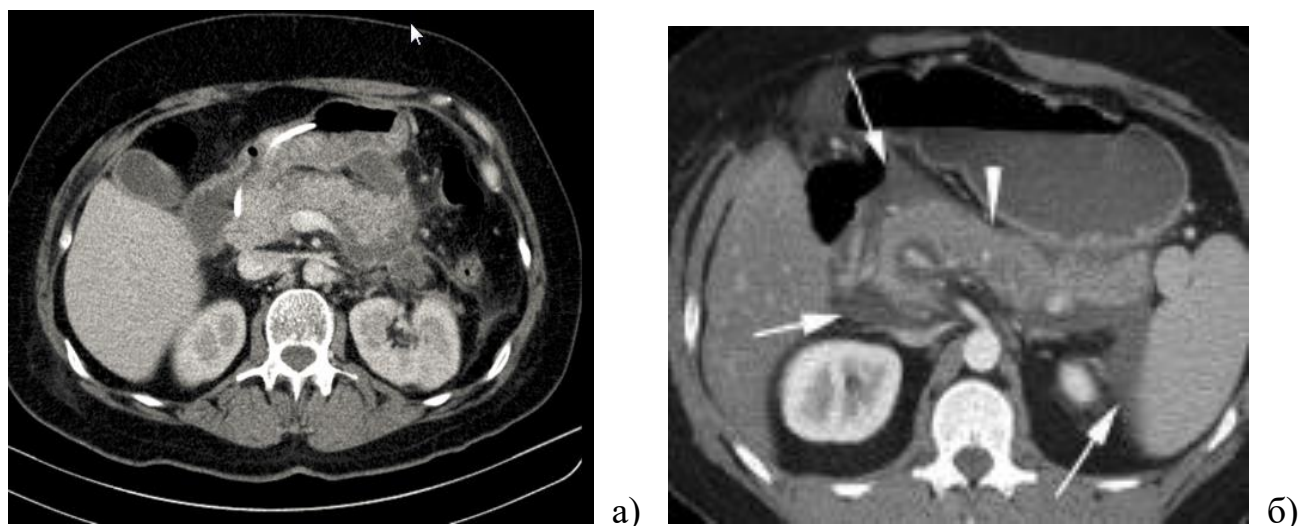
МСКТ. а) Панкреонекроз (некроз перешейка и жидкостное скопление) б). Острый интерстициальный панкреатит
